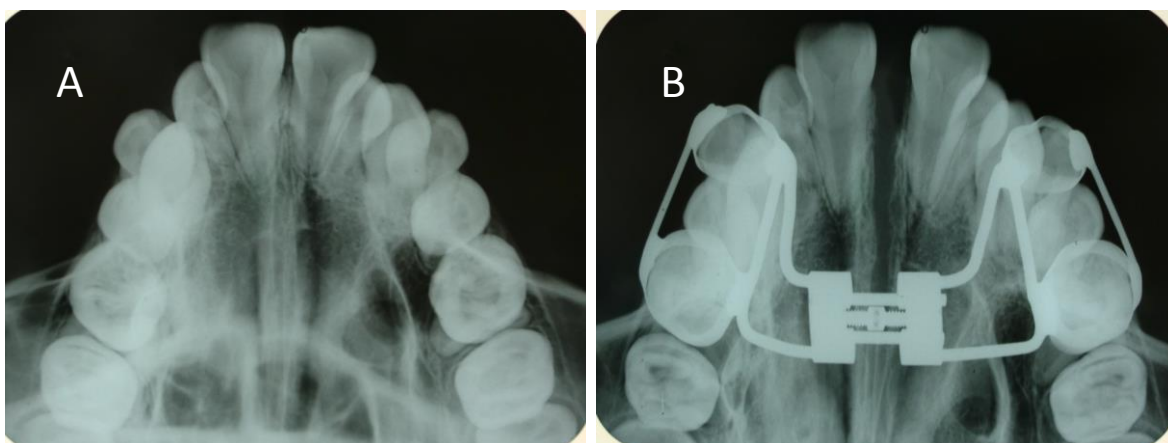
Radiografías oclusales tomadas secuencialmente antes de la ERM (A) e inmediatamente después de la fase activa (B). En la radiografía B se puede observar claramente la apertura de la sutura palatina media.
